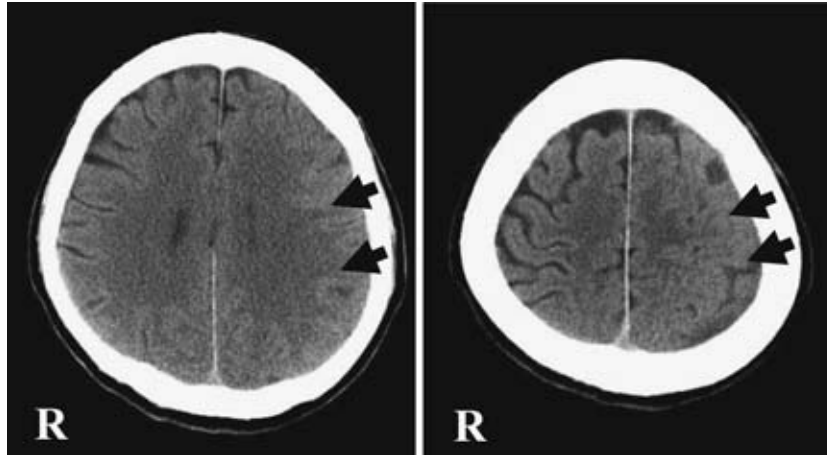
Computed tomography of the head on admission showed effacement of the sulci at the left frontal and parietal lobes (arrows). R: right.
